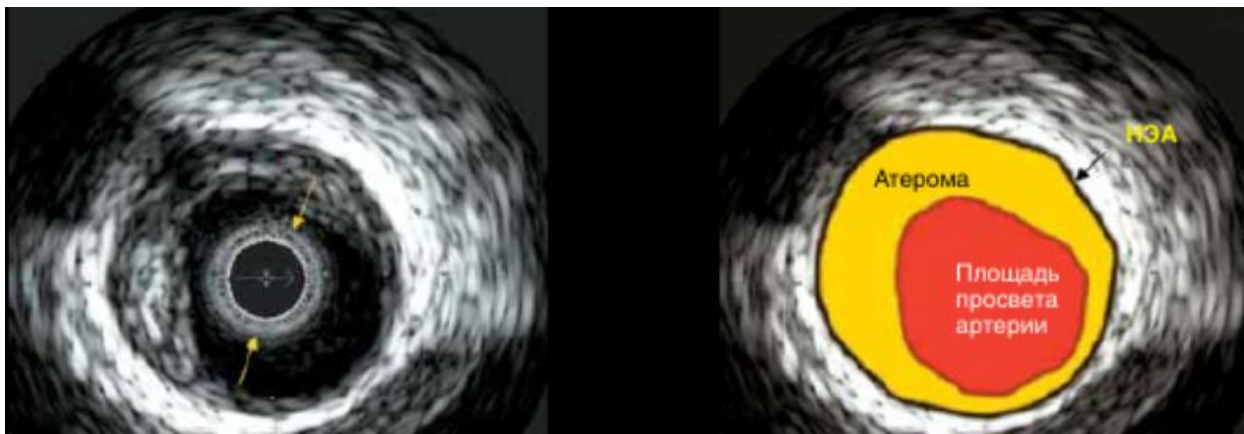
ВСУЗИ циркулярная атеросклеротическая бляшка.
